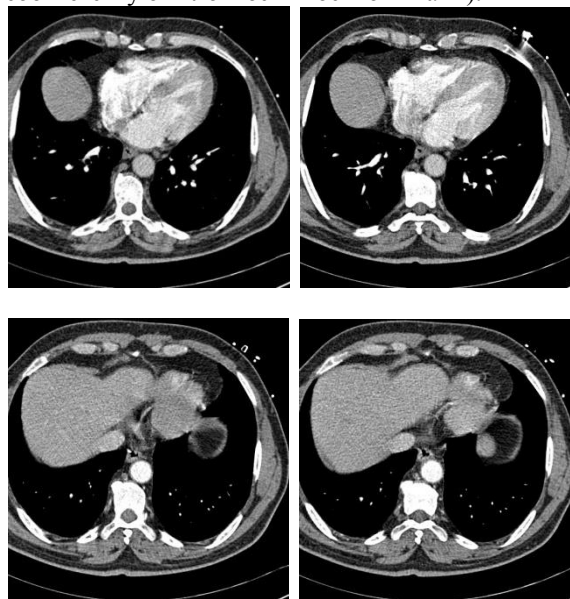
Серия двумерных снимков сердца пациента, полученных с помощью компьютерной томографии.
